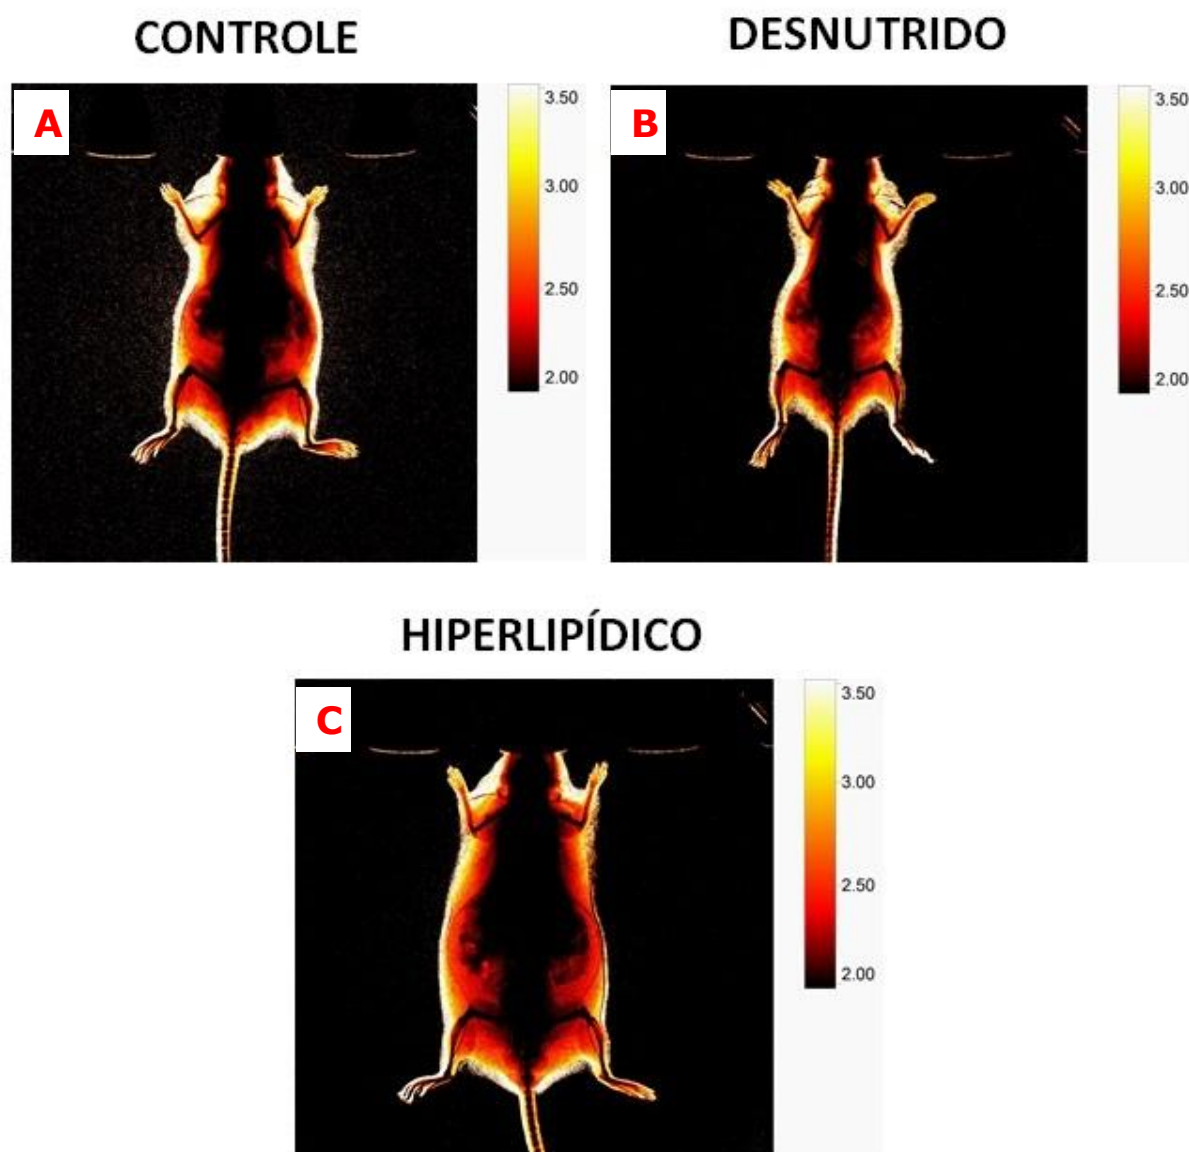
Fotomicrografia representativa de radiografia dos grupos Controle (A), Desnutrido (B) e Hiperlipídico (C).
